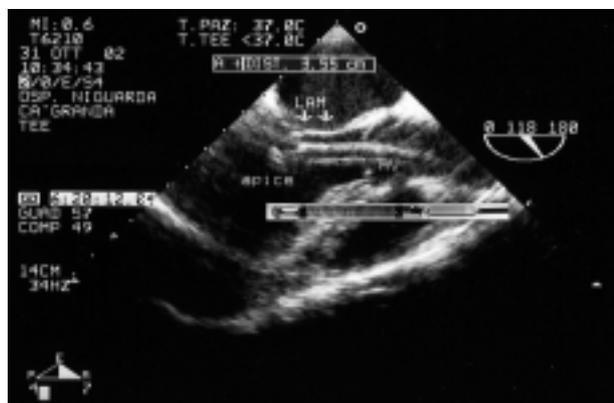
La sezione ecocardiografica longitudinale per l'aorta ascendente mostra il device nella corretta posizione transvalvolare aortica. È indicato l'apice del device, il piano valvolare aortico (AV) e il lembo anteriore mitralico (LAM). È stata sovrapposta una foto del device in dimensioni proporzionate.
